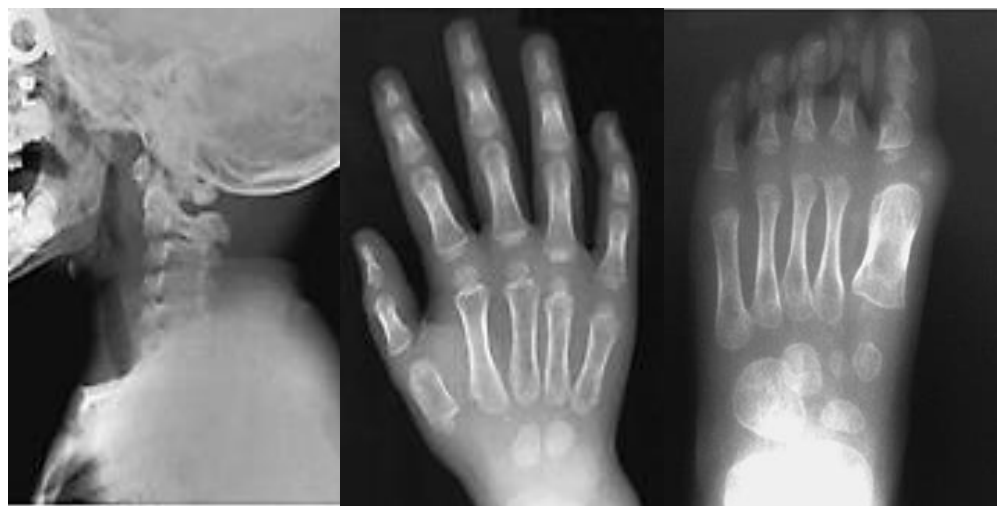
Осифікуюча прогресивна фібродисплазія. Рентгенограми шийного відділу хребта, кісток кисті і стопи в бічній і прямій проекціях дитини 2,5 років з характерними кістковими ознаками каліцтва – визначається: конкресценція задніх структур тіл хребців зі зменшенням самих тіл; характерна значна гіпоплазія I пальця і невелика середньої фаланги V пальця кисті; своєрідна гіпоплазія I пальця стопи (за Kransdorf M. J., Murphy M.D.).
